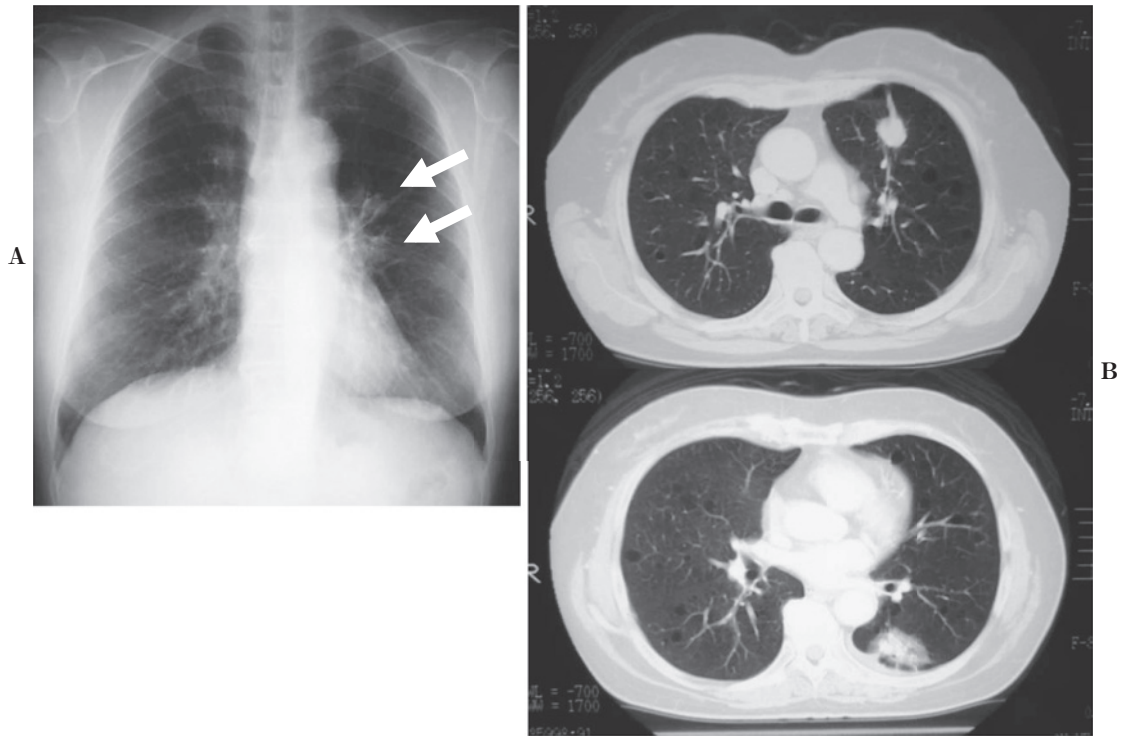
A. A chest radiograph on admission shows 2 nodules in the left middle lung field (arrows). B. Chest CT shows nodules in the left upper lobe (S³) and lower lobe (S⁶). Multiple thin-walled cystic lesions in bilateral lungs can be seen.
